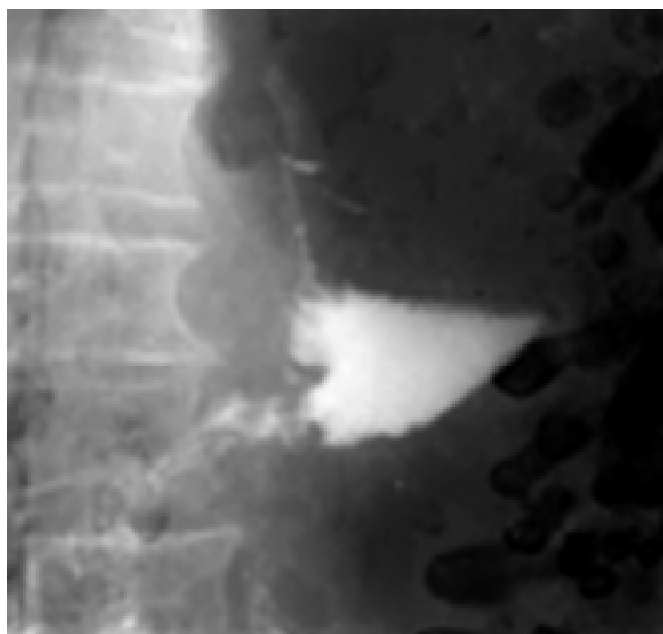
Рентгенограмма больного Я. После операции на 8-е сутки
